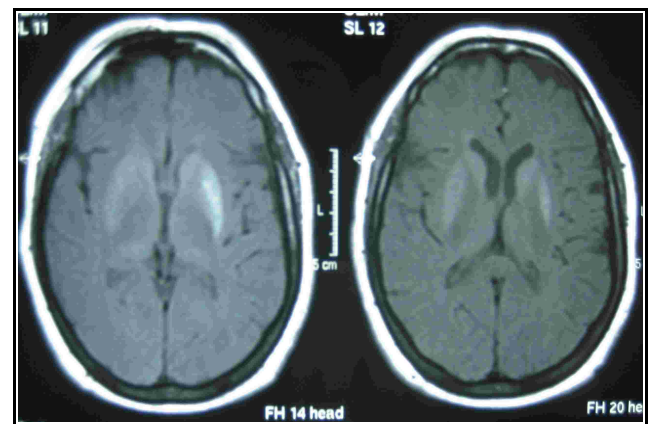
RM encefálica control (5° mes). Disminución discreta de la hiperseñal en núcleo putamen izquierdo, en secuencia ponderada en T1.
